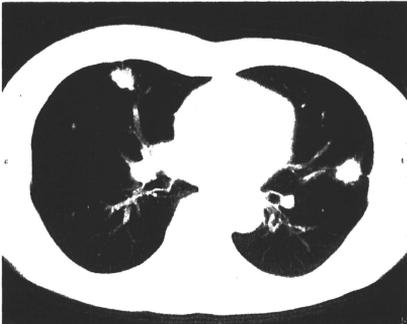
Chest computed tomography (CT) showing multiple lung metastases from rectal cancer in first postoperative recurrence
